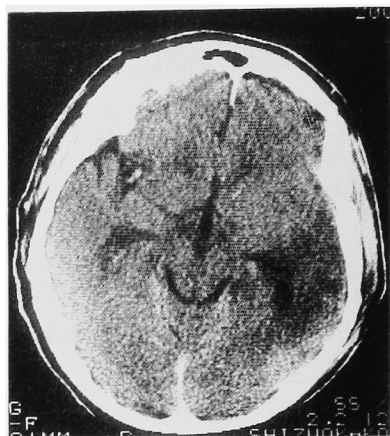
頭部 CT. M-VAC 療法 1 コース終了後、脳腫瘍は完全に消失した。
